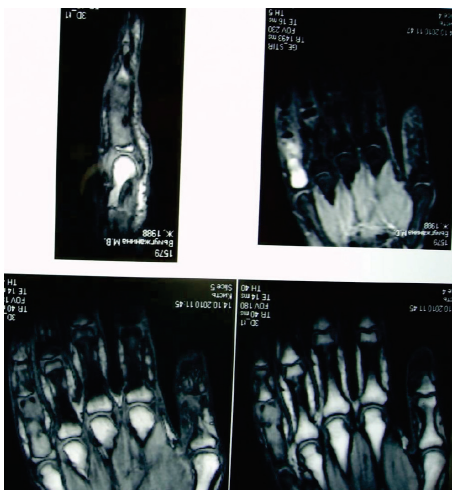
Компьютерная томограмма кисти до операции
